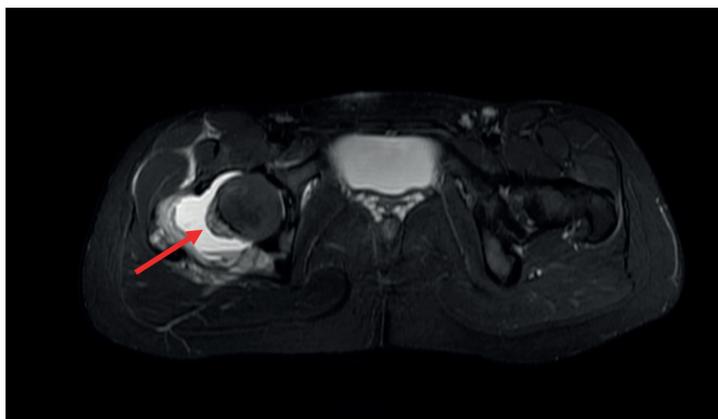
Resonancia magnética. Corte axial que muestra neurofibroma (flecha roja).
